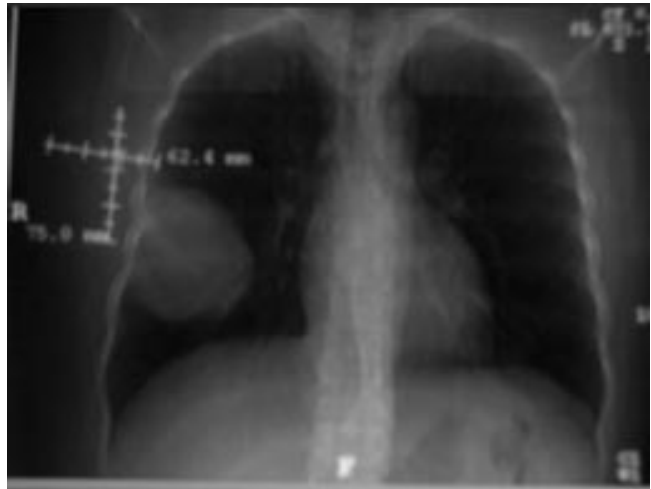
Tomografía de tórax en la que se puede observar una gran tumoración que ocupa gran parte de los lóbulos medio e inferior derechos de mayor densidad que el parénquima pulmonar.
